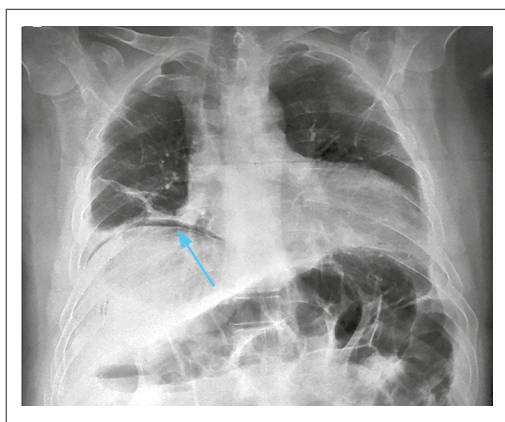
Chest X-ray showing pneumoperitoneum (blue arrow); also, traces of right rib fracture and left basal atelectasis.
